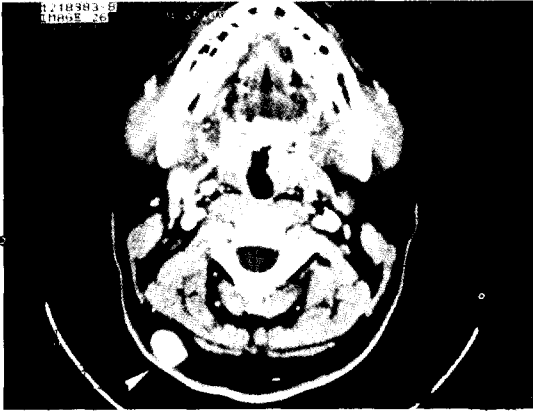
The neck CT findings: A well-demarcated round mass with contrast enhancement in the suboccipital subcutaneous tissue.
